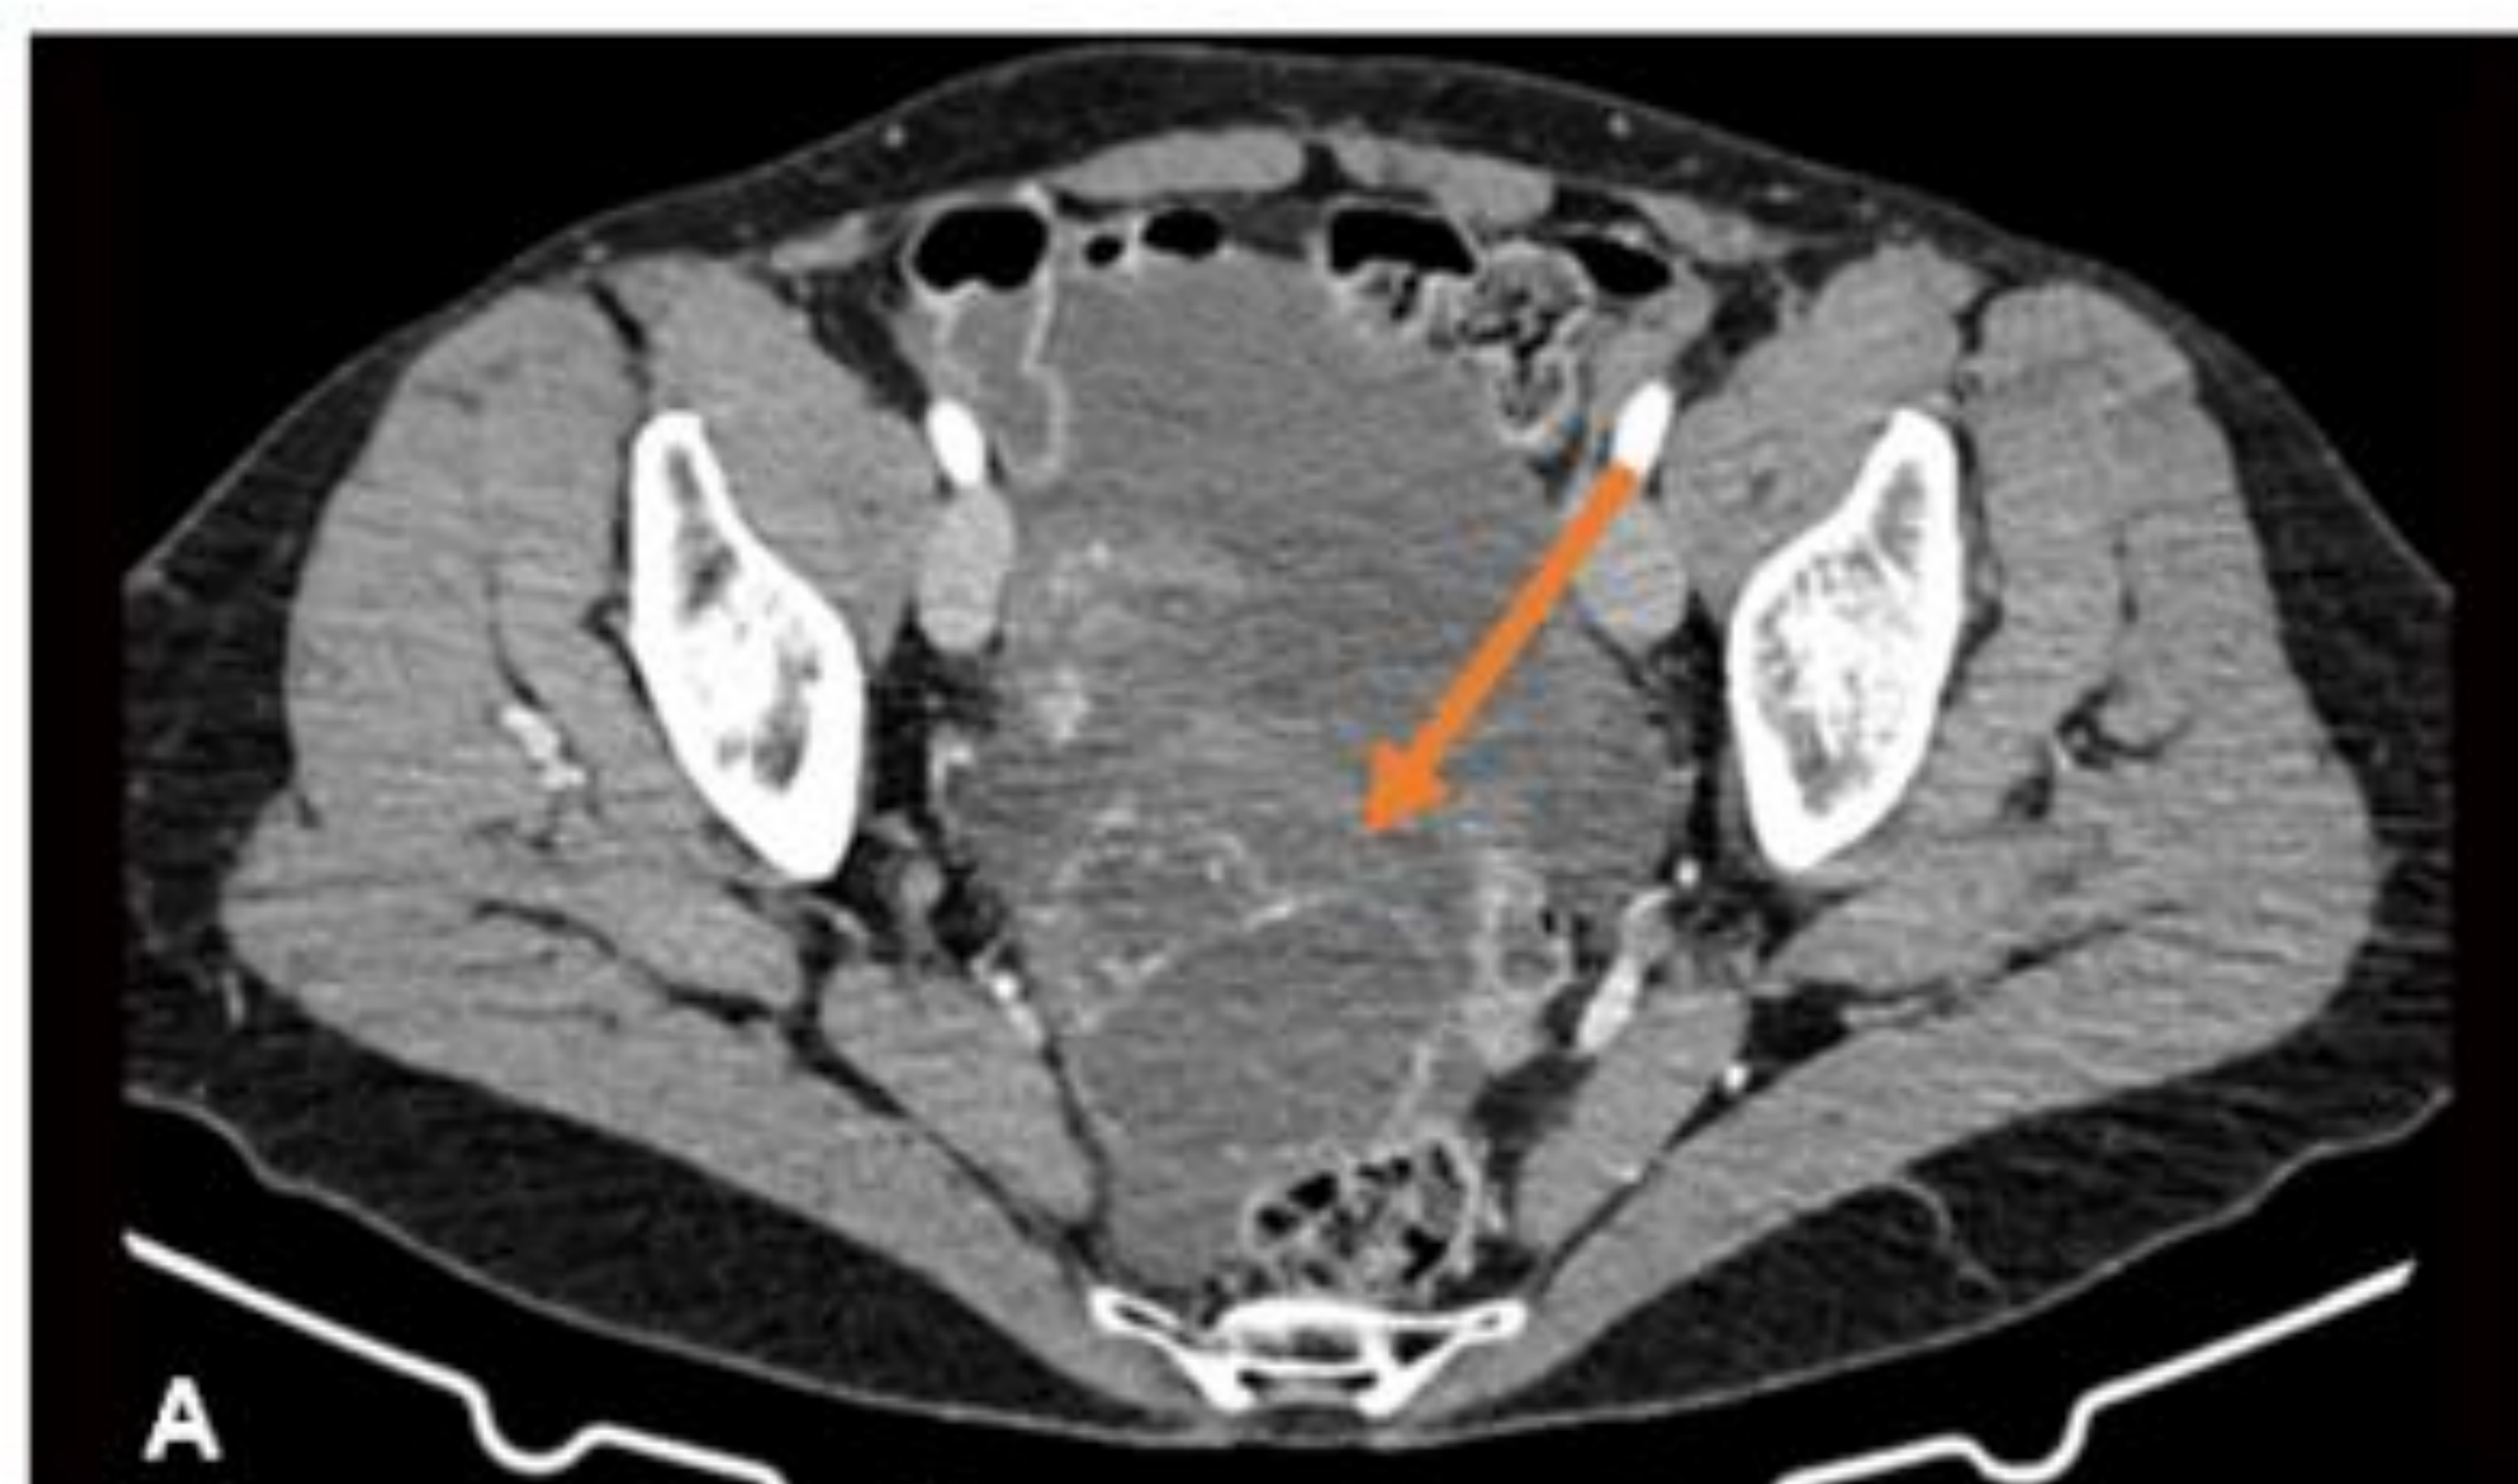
Cistoadenoma mucinoso ovárico. A) TC abdominopélvico con civ que muestra una lesión multilocular presacra con captación fina de su pared (flecha naranja). B) RM T2 FSE que muestra la misma lesión, con un componente de predominio quístico (círculo azul), no siendo posible determinar clara organodependencia mediante prueba de imagen
